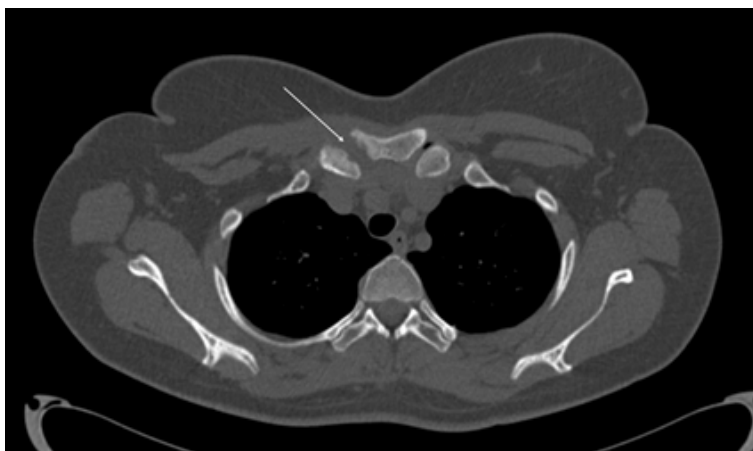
МСКТ ОГП, аксиальный срез, признаки артрита правого грудинно-ключичного сочленения.
